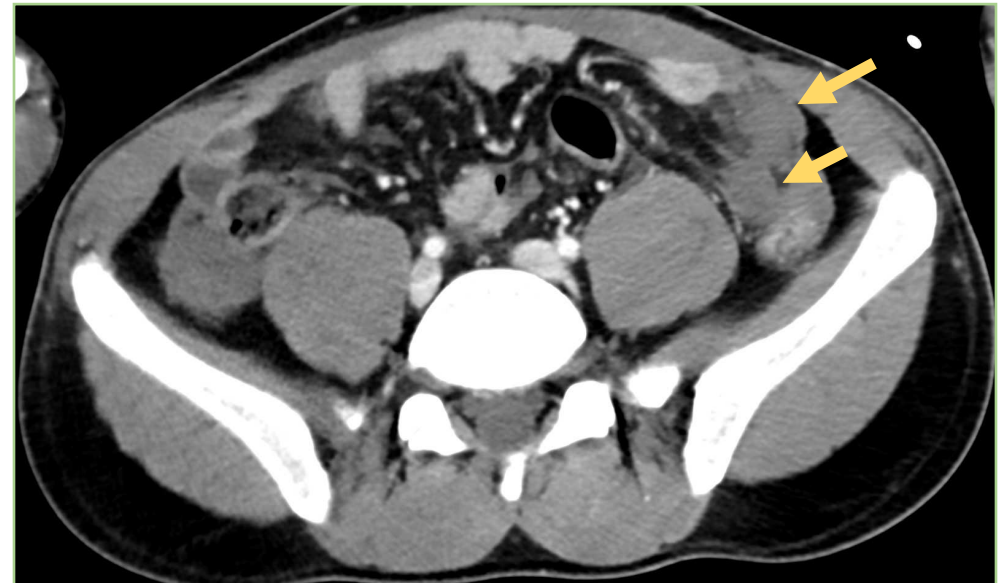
TC portal. Asas hipocaptantes en el cuadrante inferior izquierdo (flechas).
